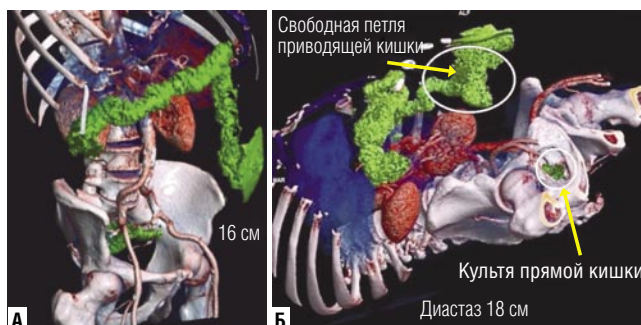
МСКТ органов брюшной полости и малого таза с 3D реконструкцией с оценкой анатомо-топографических изменений в области перенесенной операции у пациентов после операции Гартмана. А – фиксированная приводящая к стоме петля толстой кишки, диастаз 16 см. Б – свободная приводящая к стоме петля толстой кишки, диастаз 18 см.
